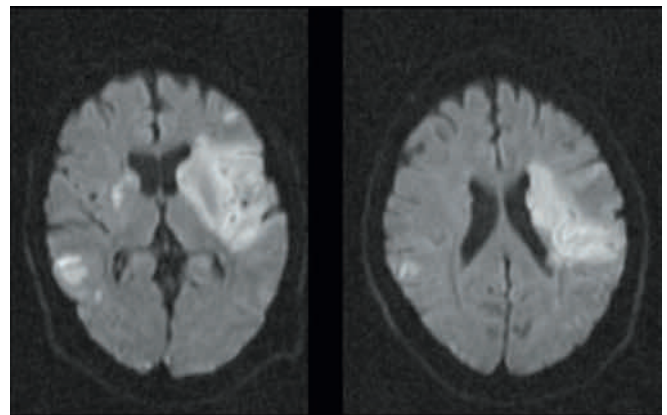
Resonancia magnética cerebral (corte axial), secuencia de difusión (DWI). Infartos cerebrales en diferentes territorios vasculares por embolismo de origen cardiaco.
